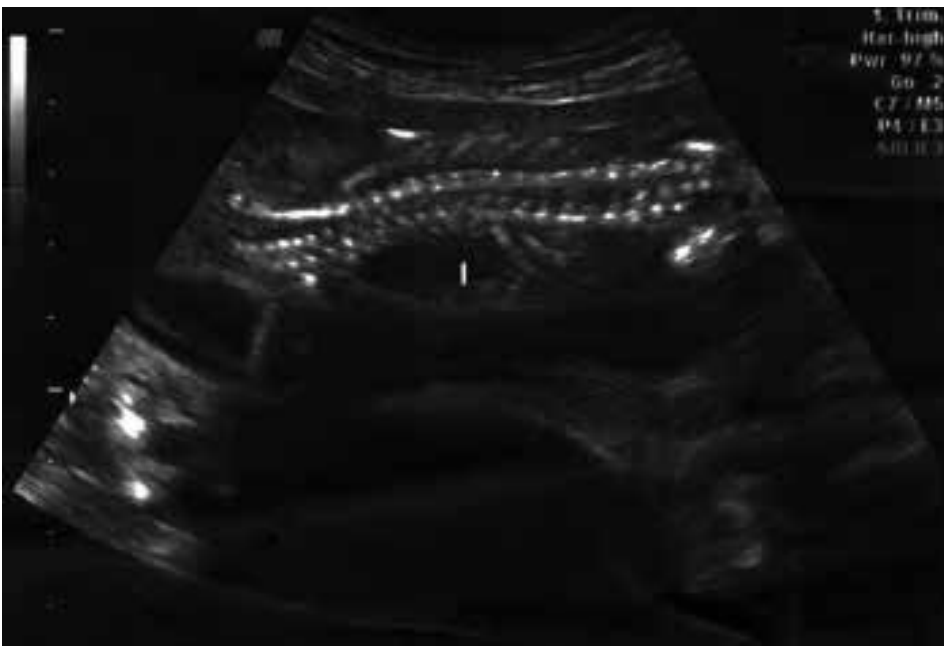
The image of fetal scoliosis identified by the ultrasound.
